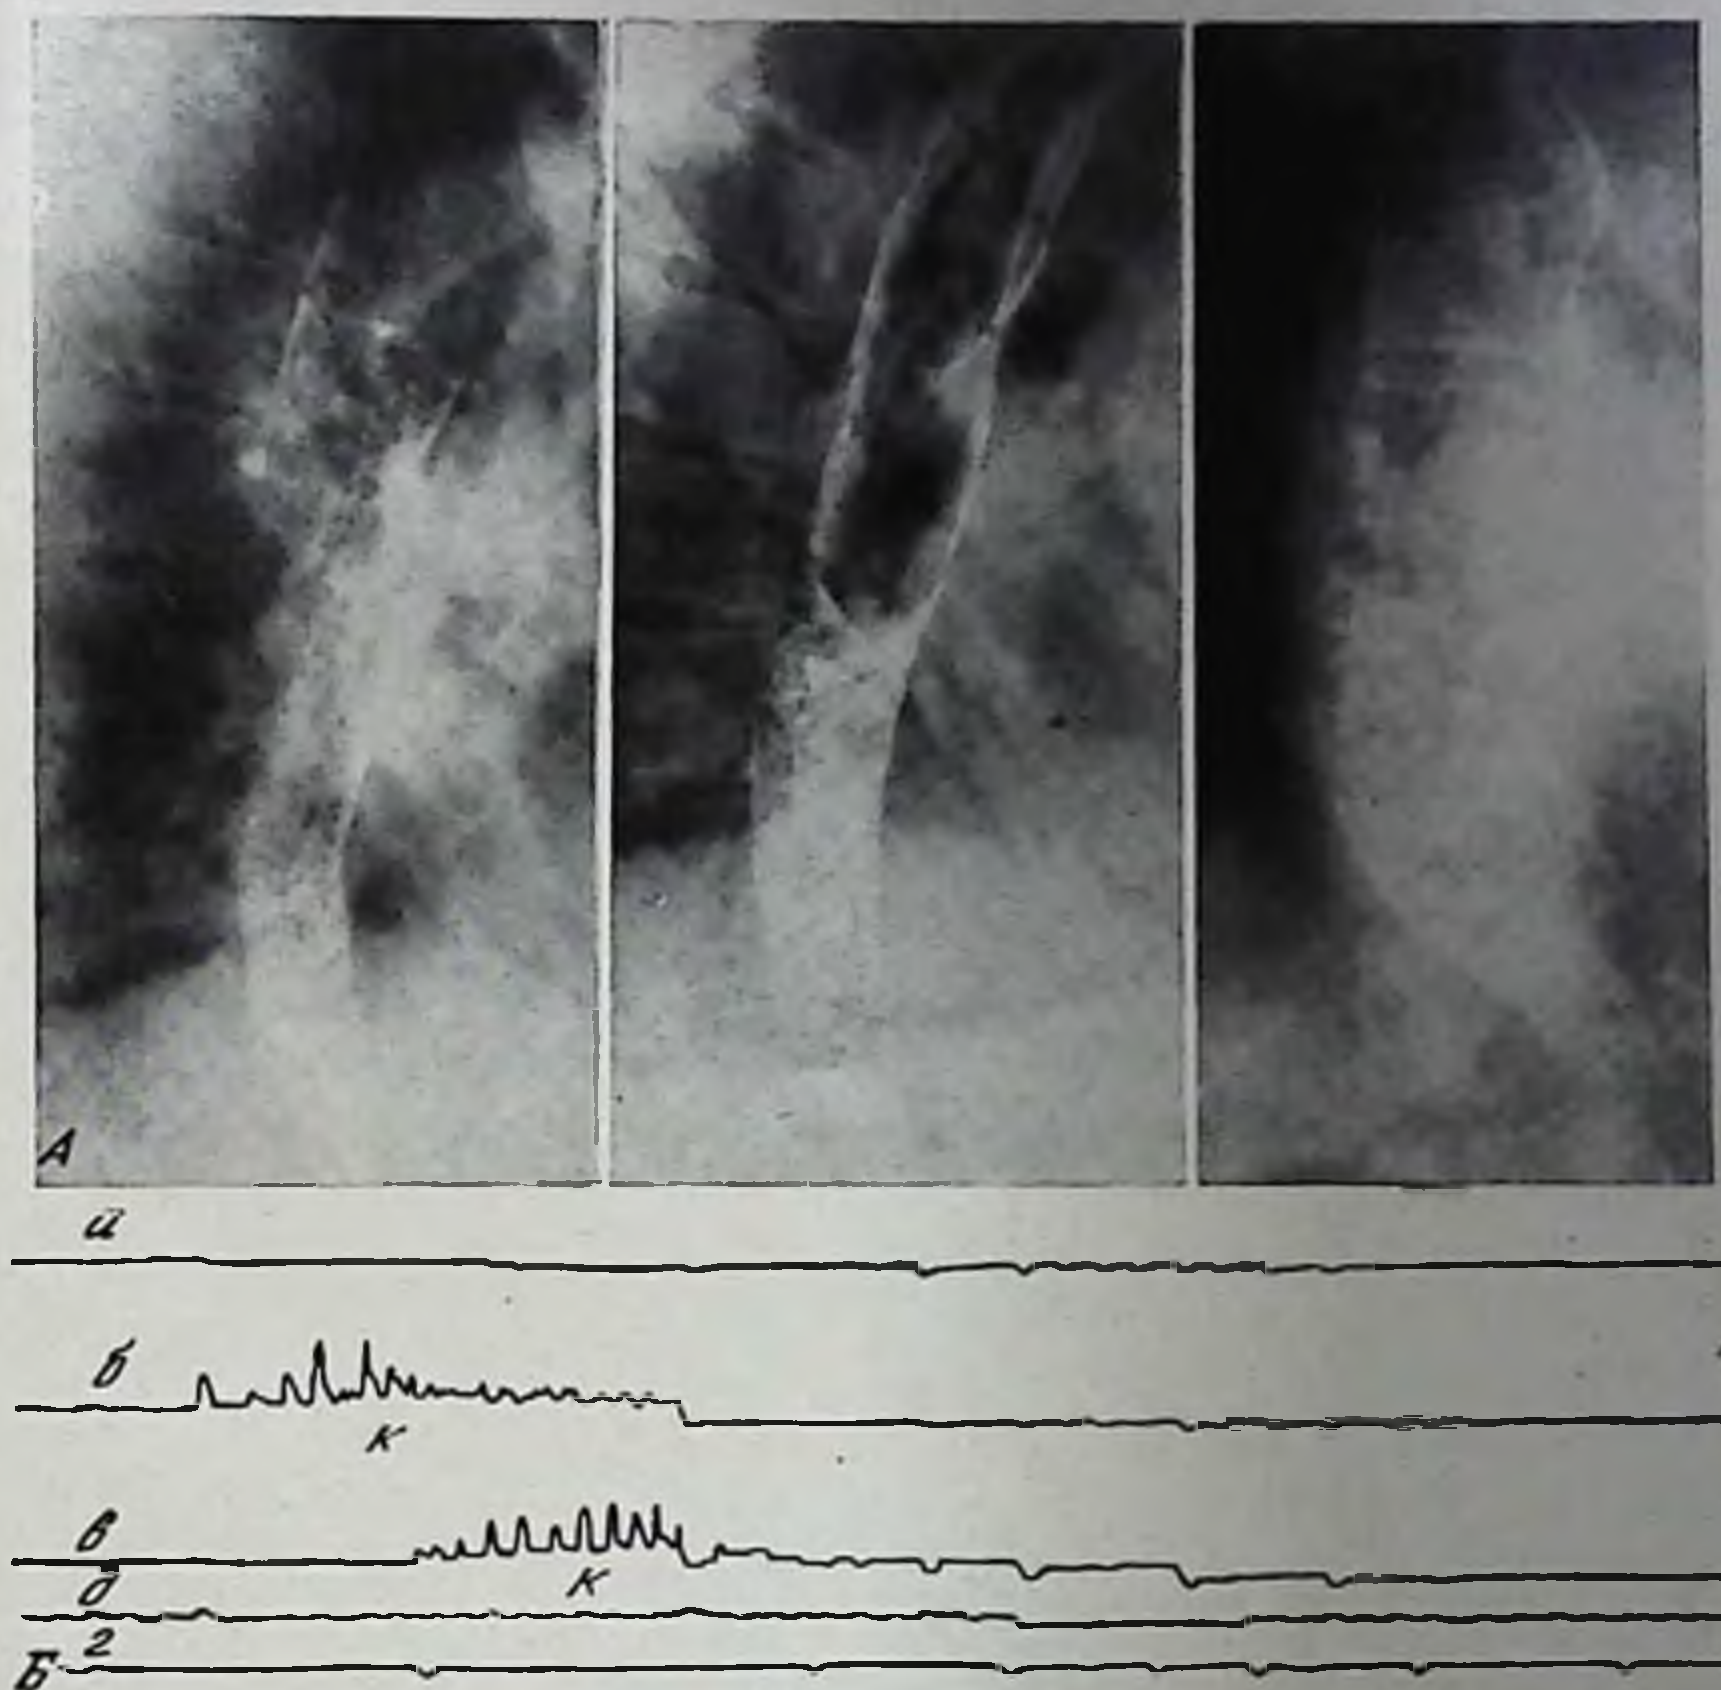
Рентгенограммы пищевода и эзофагокинограммы больной Л. Системная склеродермия
